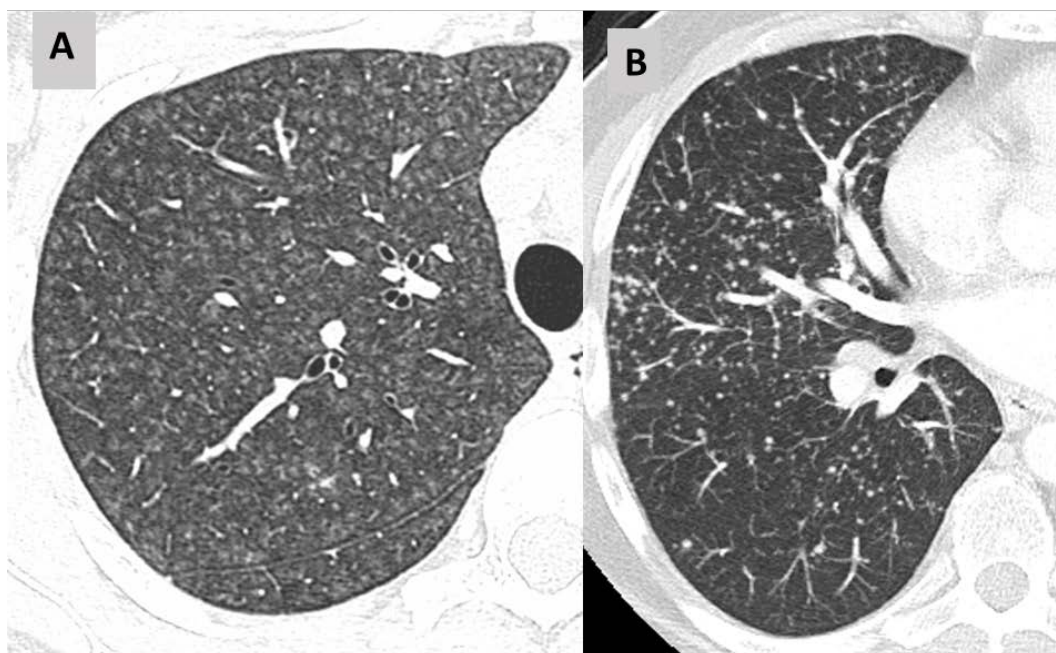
Signes i patrons radiològics en la TC toràcica.
